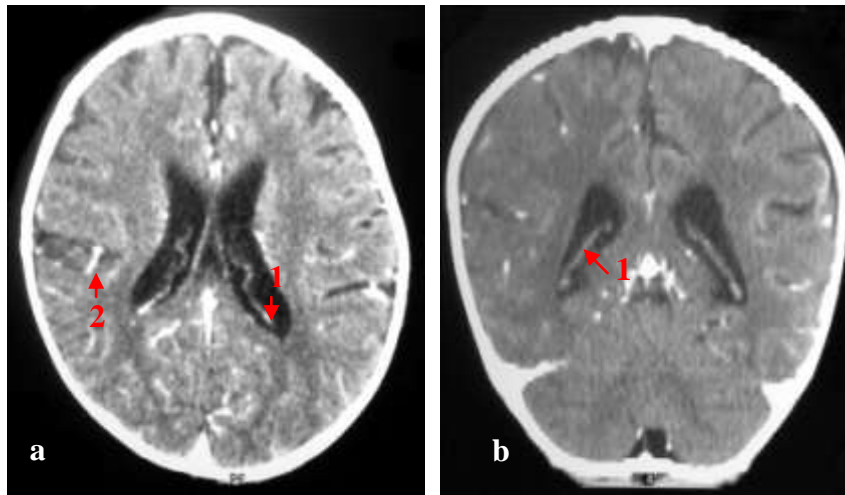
Plexus choroïdes à la TDM avec injection de produit de contraste [28]
